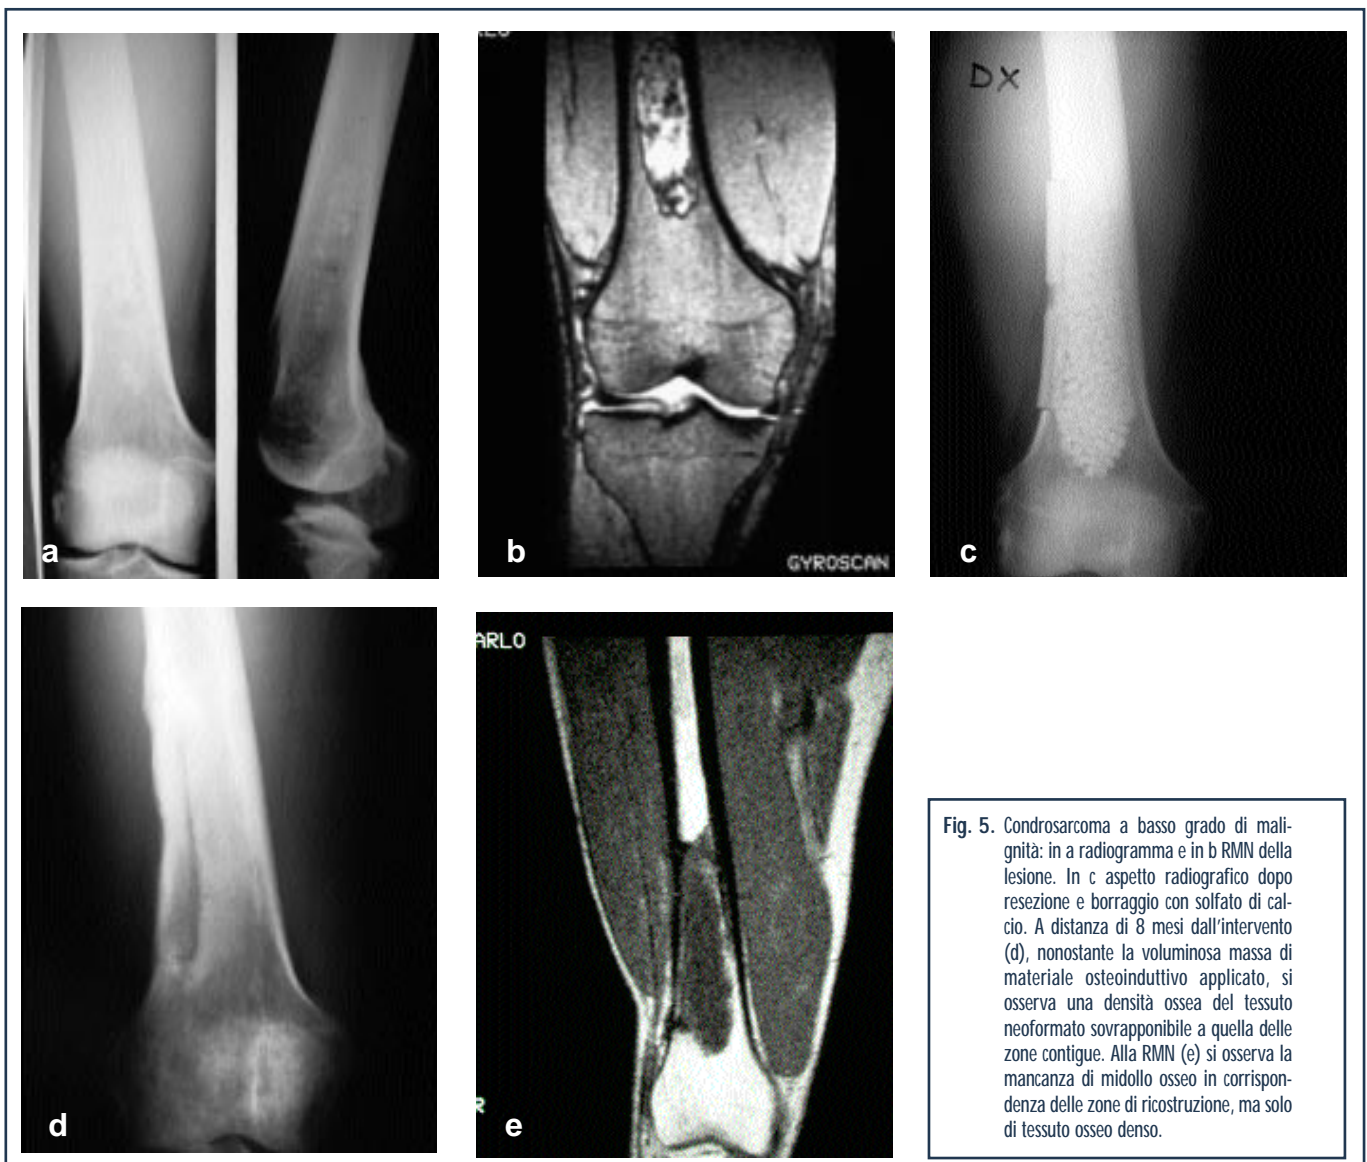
Condrosarcoma a basso grado di malignità: in a radiogramma e in b RMN della lesione. In c aspetto radiografico dopo resezione e borraggio con solfato di calcio. A distanza di 8 mesi dall'intervento (d), nonostante la voluminosa massa di materiale osteoinduttivo applicato, si osserva una densità ossea del tessuto neoformato sovrapponibile a quella delle zone contigue. Alla RMN (e) si osserva la mancanza di midollo osseo in corrispondenza delle zone di ricostruzione, ma solo di tessuto osseo denso.
